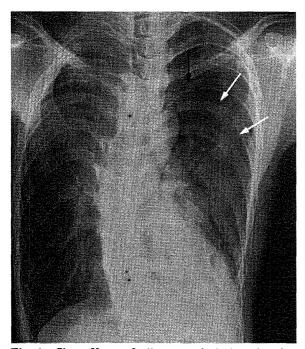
Chest X-ray finding on admission showing left pneumothorax (⇒) and bullae (→) on apex of the left lung.
